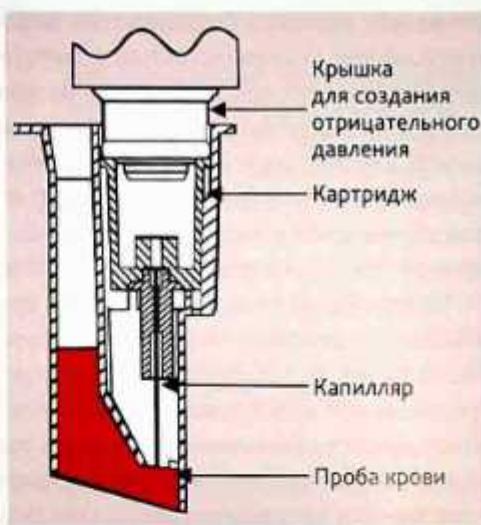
Картридж анализатора PFA. В крови, проходящей по капилляру, активируется образование сгустка. На стенках капилляра нанесена пленка коллаген/адреналин или коллаген/АДФ. Образование тромбоцитарной пробки оценивается по перфузионному давлению
